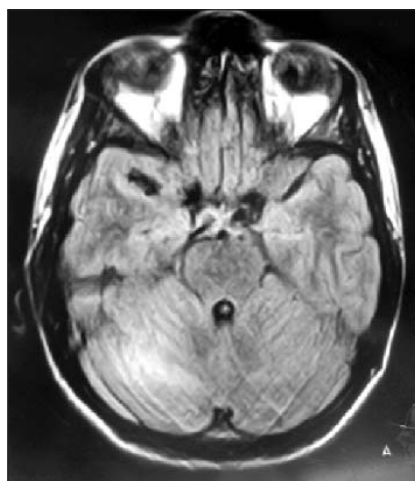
МРТ пациентки Ч., 25 лет, в начале заболевания
